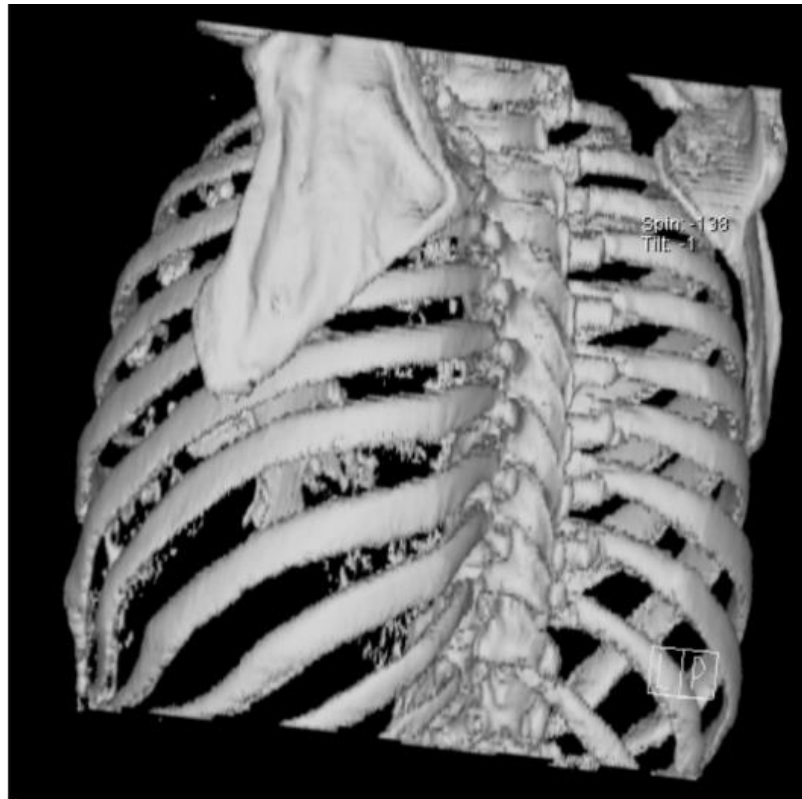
Комп'ютерна томограма грудної клітки з побудовою зображення відтінених поверхонь (SSD)
